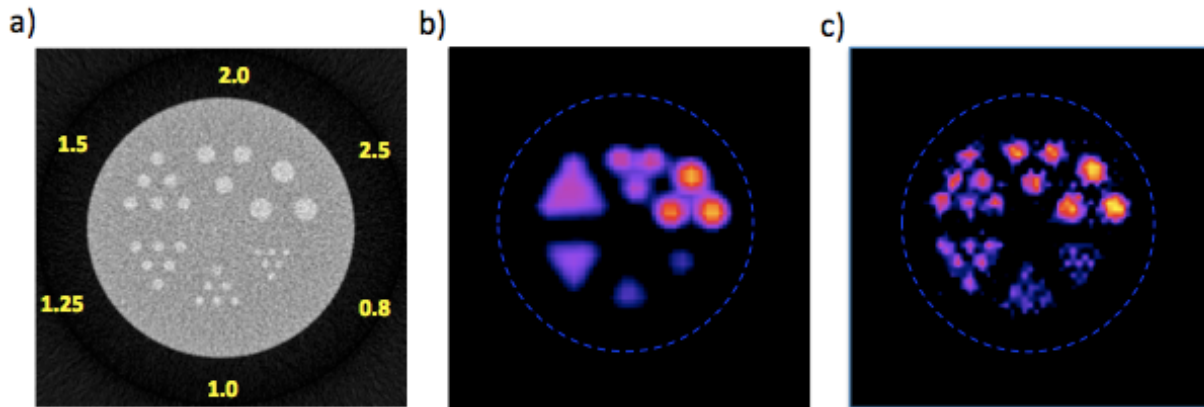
Reconstrucción CT del maniquí microDerenzo (a) y de la señal de luminiscencia (imagen TORX) utilizando FBP (b) y SART (c).
